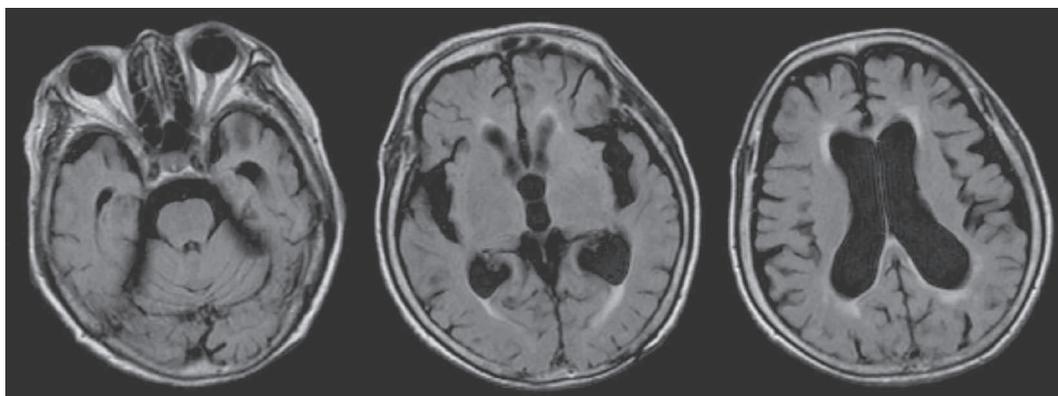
Head MRI a half of year after tap test. There are no worsening findings of hydrocephalus.
